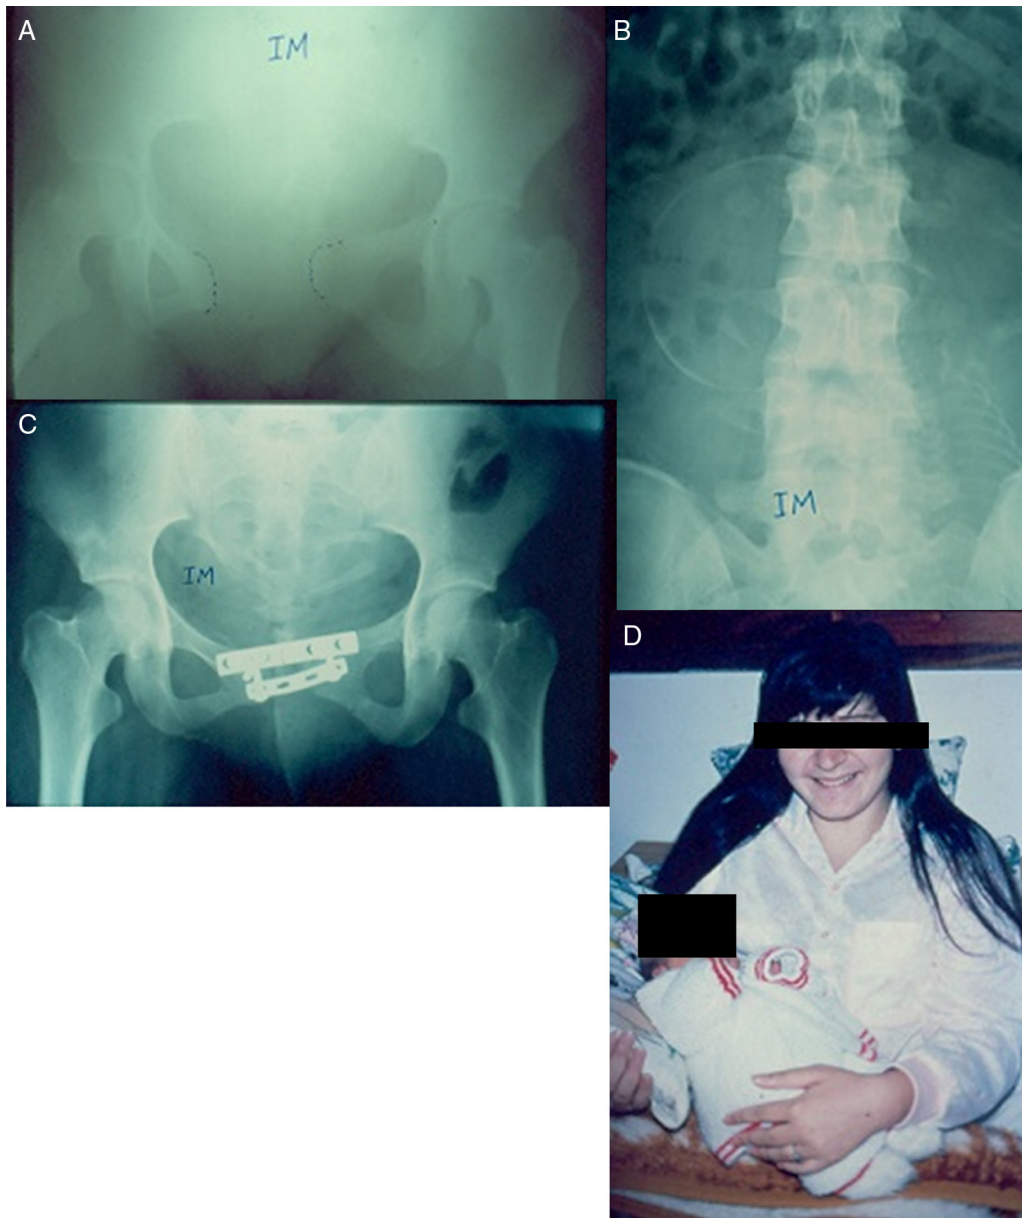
17 anos, vítima de atropelamento, 25 semanas de gravidez. (A) radiografia pélvica na visão anteroposterior indica fratura de Malgaigne; (B) radiografia lombar mostra o feto; (C) radiografia pós-operatória; (D) mãe e bebê após o parto.
